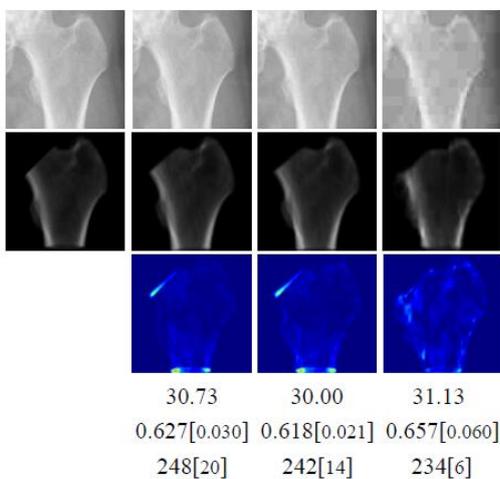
JPEG圧縮により画質が劣化したX線画像に対する推論実験の結果。入力するX線画像のファイルサイズを元画像の50分の1以上小さく圧縮した場合でもほぼ同程度の精度で計測が可能だった。
